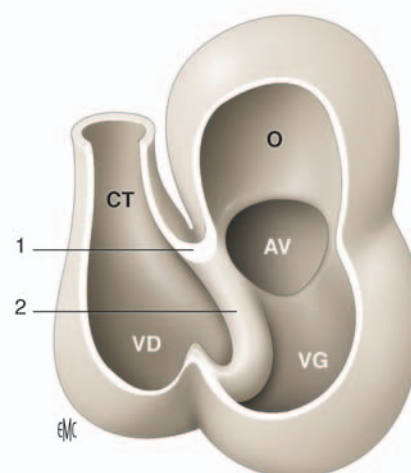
Stade du *early looping* : localisation de l'anneau primitif (modifié d'après [26]). AV : jonction auriculoventriculaire ; CT : conotruncus ; O : oreillette primitive ; VG : futur ventricule gauche ; VD : futur ventricule droit. 1. Courbure interne ; 2. anneau primitif.
